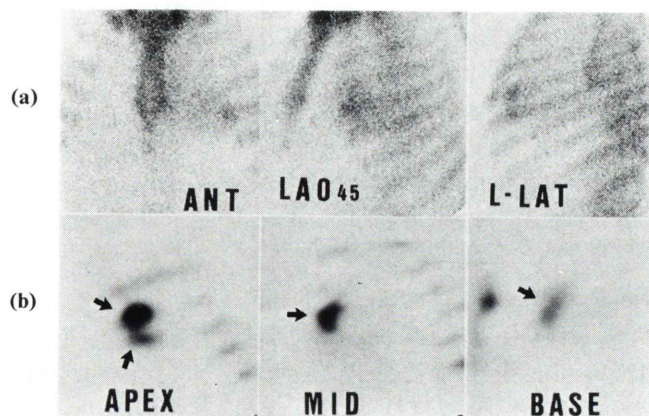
Scintigram of ^{99m}Tc -PYP (case 2). (a) Planar images. (b) Transaxial images of the dual energy SPECT using energy peak of ^{99m}Tc .
